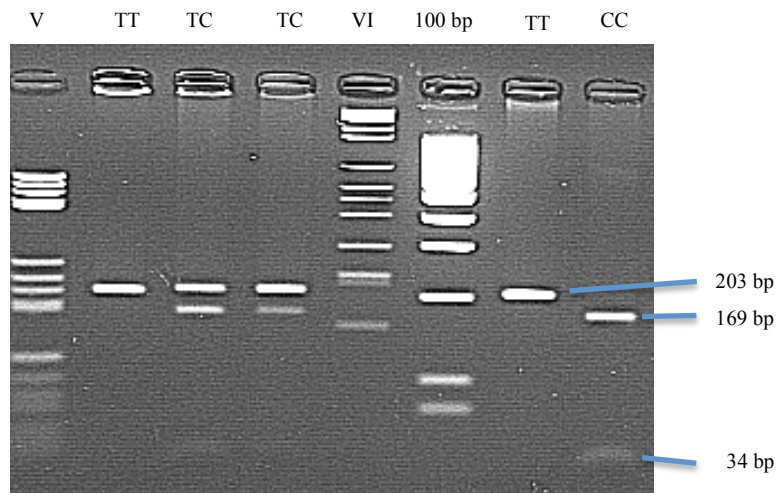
Nachweis des 516CT Polymorphismus durch PCR-RFLP mit *Sau*96 I. In Tasche 7 Proband mit Genotyp 516TT (beide Allele ungeschnitten, entsprechend Nachweis einer Bande von 203 bp), in Tasche 8 Proband mit Genotyp 516CC (beide Allele wurden geschnitten, entsprechen Nachweis von zwei Banden von 169 und 34 bp), in Taschen 3 und 4 Probanden mit dem Genotyp 516TC (Nachweis von drei Banden von 203, 169 und 34 bp). In den Taschen 1, 5 und 6 die Marker V, VI und 100 bp.
